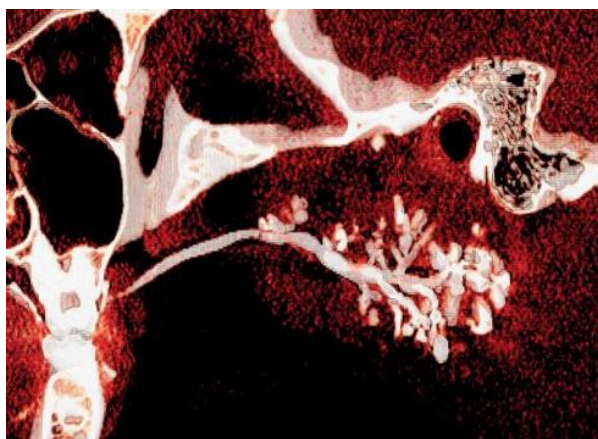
Ребенок Р-ев, 8 лет. МСКТ околоушной слюнной железы. Диагноз: хронический паренхиматозный паротит.
